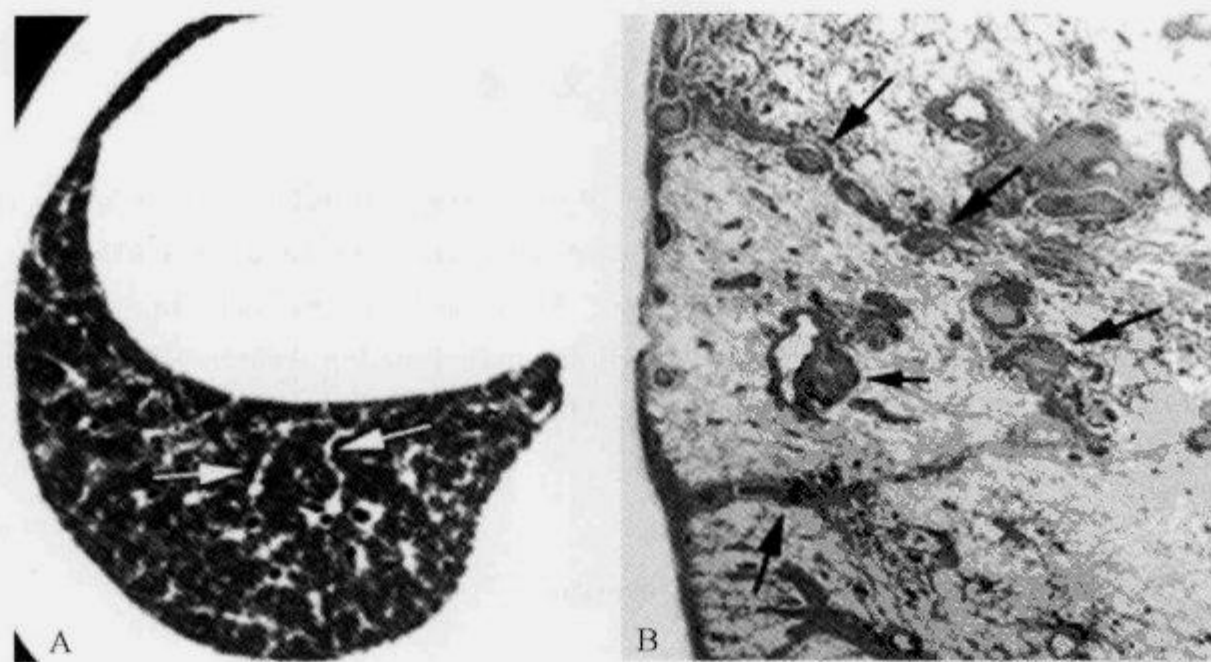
HRCT 示肺结节病“串珠样隔征”
